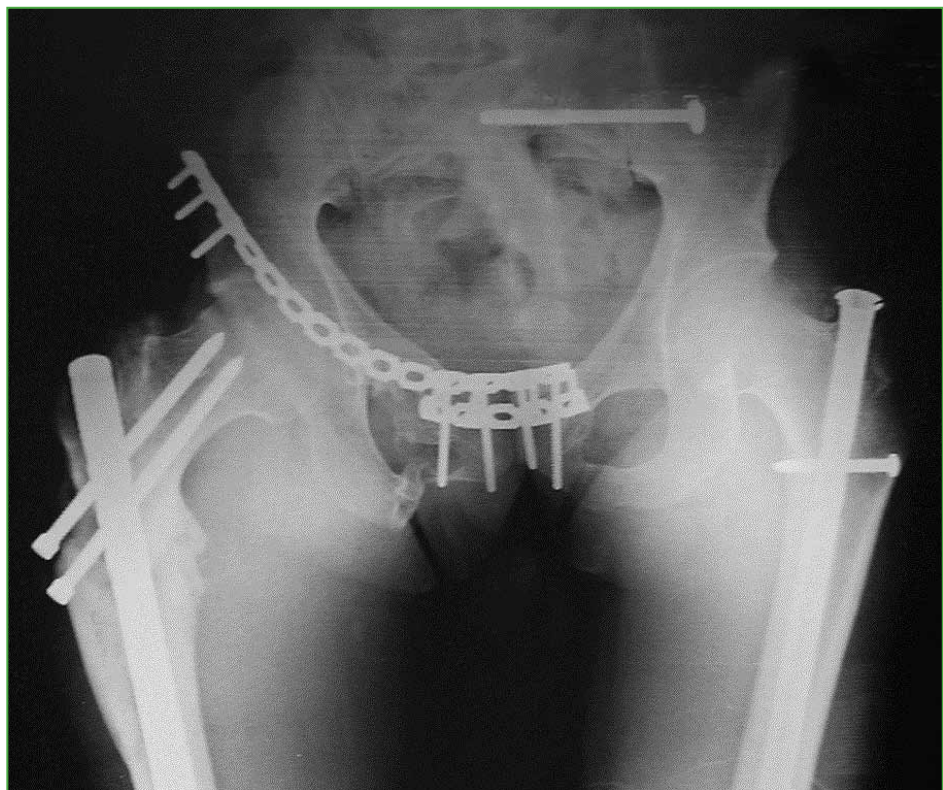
Radiografía de pelvis con inclusión de fémur proximal. Control posoperatorio de un paciente con cadera flotante y osteosíntesis de pelvis y fémur bilateral.
